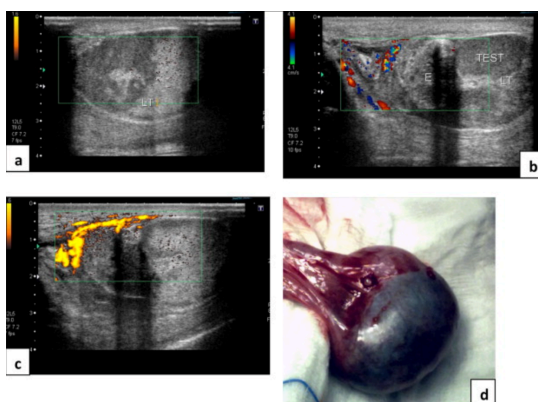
Fundamentos de la Guía por Imagen en Patología Epididimaria: Ecografía Doppler de Alta Resolución. La modalidad Doppler (b, c) es esencial para la localización segura de colecciones (a) y el mapeo
